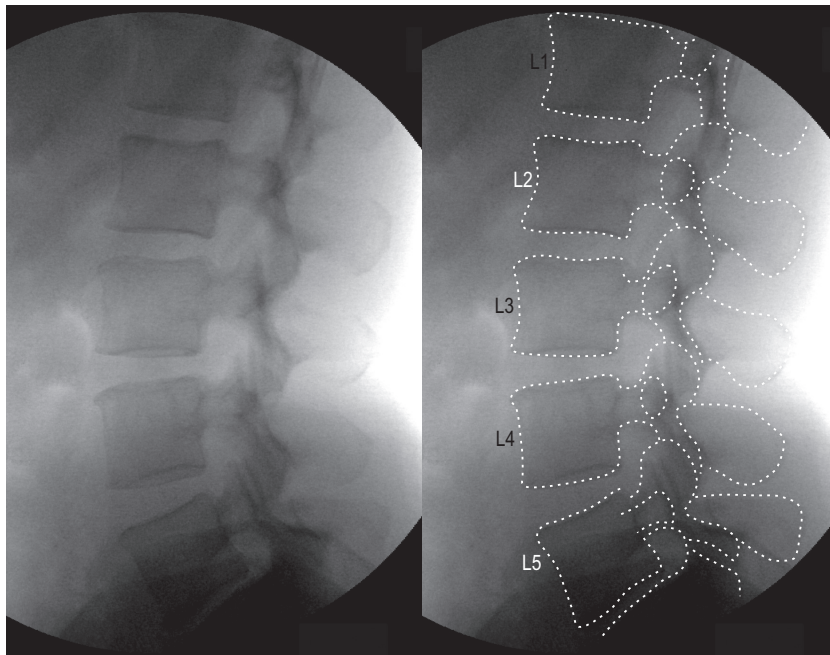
Radiographie latérale du rachis lombal sur lequel le contour de toutes les vertèbres a été tracé.
